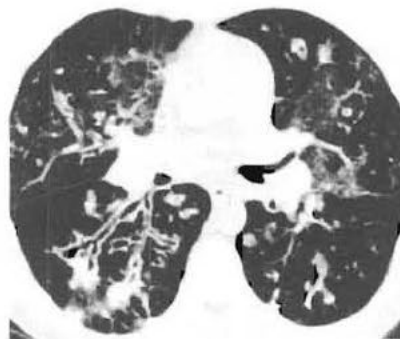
Bronchectasies cylindriques ou tubulaires. La TDM au niveau des hiles montre des bronchectasies diffuses (bien vues dans le segment apical du lobe inférieur droit). Les bronches ne s'effilent pas et sont donc dilatées ; elles ont des parois épaissies et irrégulières (reproduit avec la permission de Sutton, ed. Textbook of radiology and imaging, 7e éd. Edimbourg : Churchill Livingstone ; 2002.)
